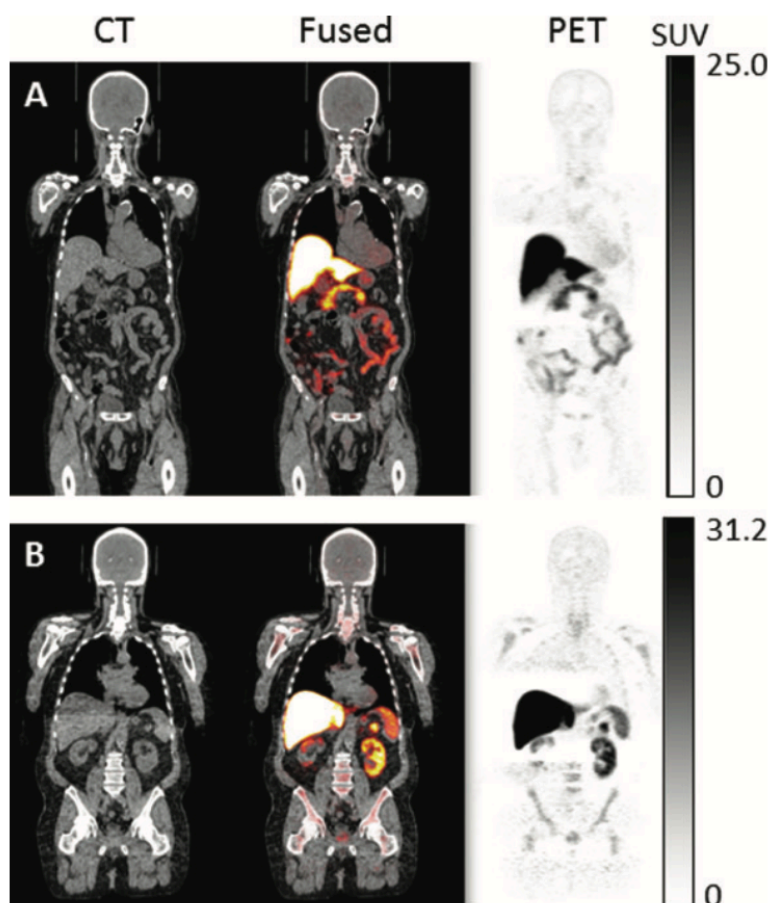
Томограмма ПЭТ-КТ у пациента с болезнью Альцгеймера (А) и здорового пожилого участника исследования (В) через 45-70 минут после введения $[^{63}\text{Zn}]\text{Zn}$ -цитрата [165].
